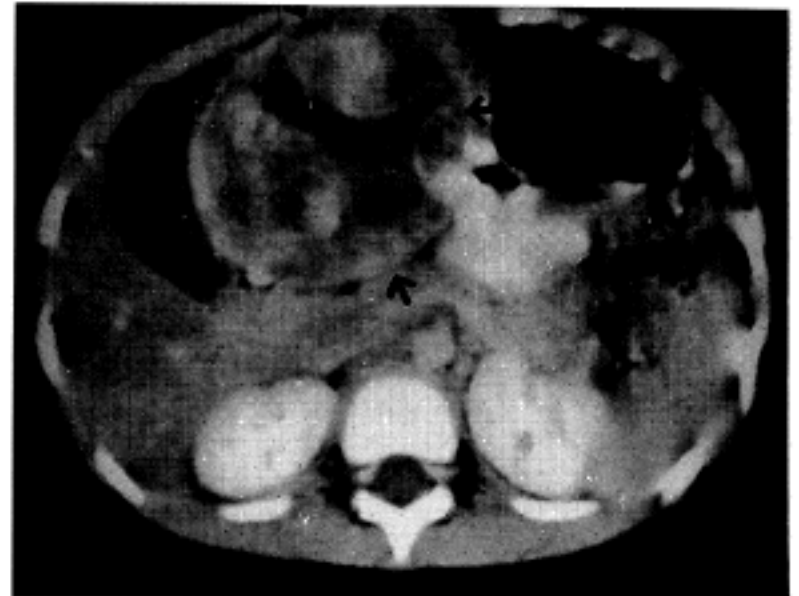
Postcontrast CT scan. Irregularly enhancing, inhomogeneous densities are seen in a well defined mass(arrows) of the liver. A large area of necrosis is also noted in the central portion. No visible enlarged lymph nodes in abdomen.
